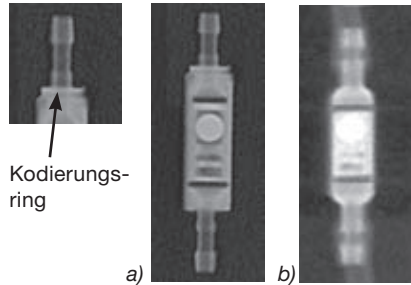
Röntgenbild der Gravitationseinheit a) groß, 1 Ringe = 20 cmH₂O, b) klein = 10 cmH₂O
